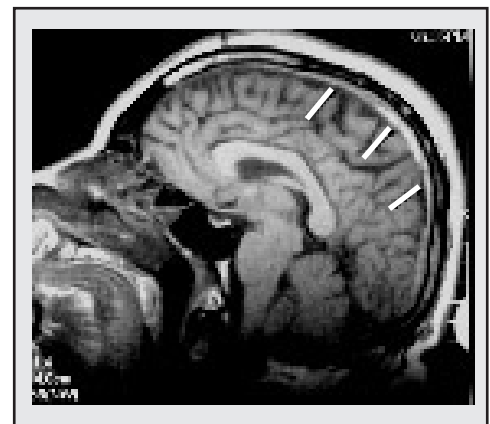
Trombosis del seno longitudinal superior. RM eco de espín con información T1: imagen sagital en la línea media. Seno longitudinal superior hiperintenso por trombosis
